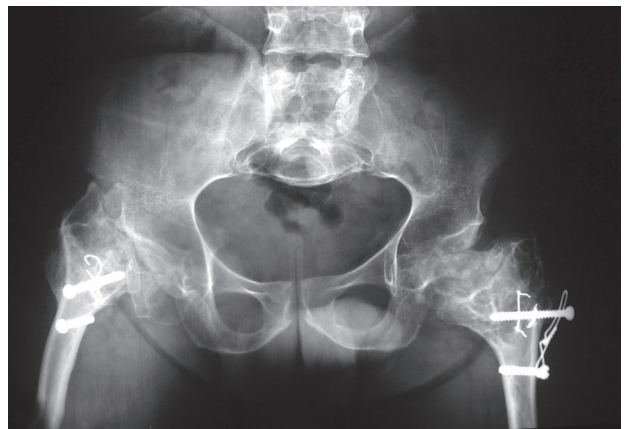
Radiografía de pelvis. Se observan ilíaco cuadrangular, escotadura ciática normal, caderas con destrucción articular del lado femoral, metáfisis ensanchadas (*flared*) y acetábulos planos (*shallow*).
